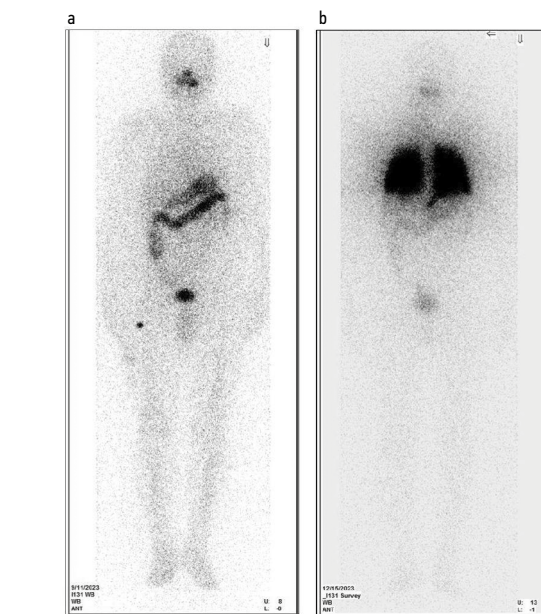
Посттерапевтическая сцинтиграфия всего тела: а – после 2-го курса РЙТ (до редифференцировки, сентябрь 2023 г.); б – после 3-го курса РЙТ (после редифференцировки, декабрь 2023 г.).
